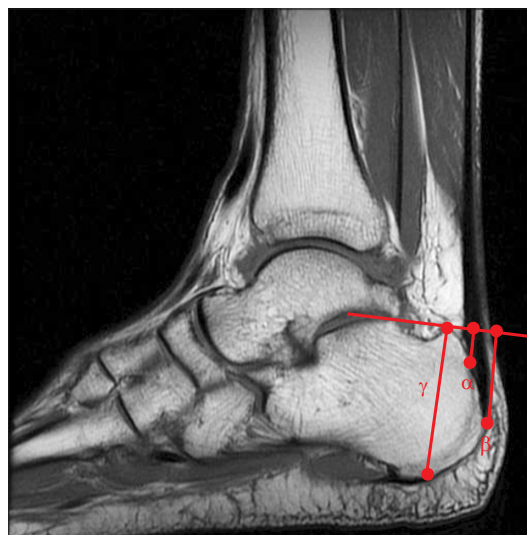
Posterior aspect of calcaneus (γ), proximal insertion of Achilles tendon (α), distal insertion of Achilles tendon (β) were measured on a midsagittal slice of a T1-weighted ankle magnetic resonance imaging.
